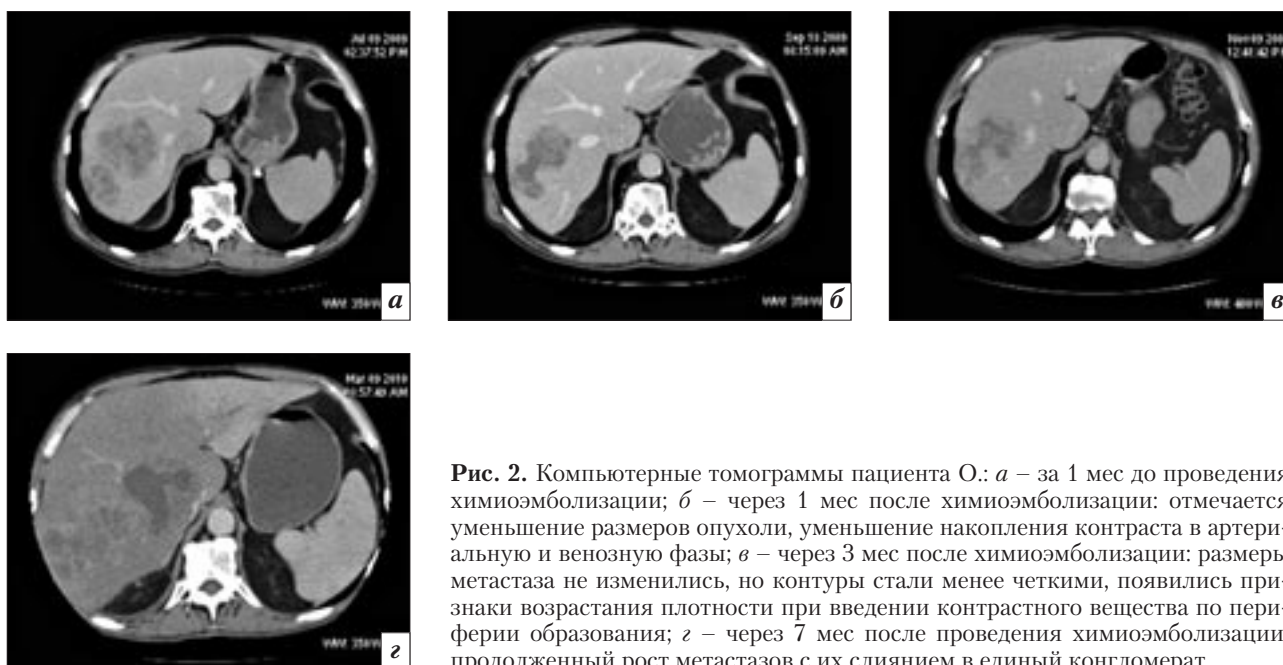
Компьютерные томограммы пациента О.: а – за 1 мес до проведения химиоэмболизации; б – через 1 мес после химиоэмболизации: отмечается уменьшение размеров опухоли, уменьшение накопления контраста в артериальную и венозную фазы; в – через 3 мес после химиоэмболизации: размеры метастаза не изменились, но контуры стали менее четкими, появились признаки возрастания плотности при введении контрастного вещества по периферии образования; г – через 7 мес после проведения химиоэмболизации: продолженный рост метастазов с их слиянием в единый конгломерат.
